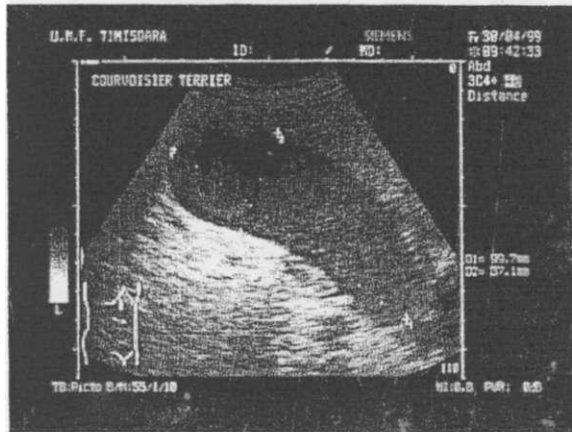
Semnul „Courvoisier - Terrier” ecografic
